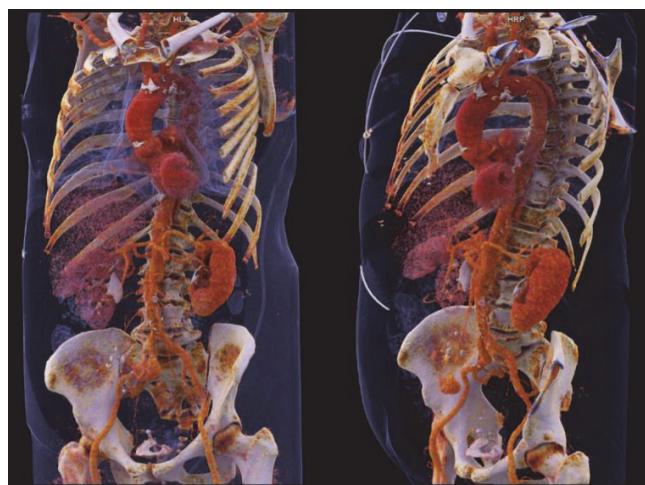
CT 3D prikaz velikih žil prsnega koša ob preiskavi brez zadrževanja diba s hitrostjo slikanja 775 mm/s
